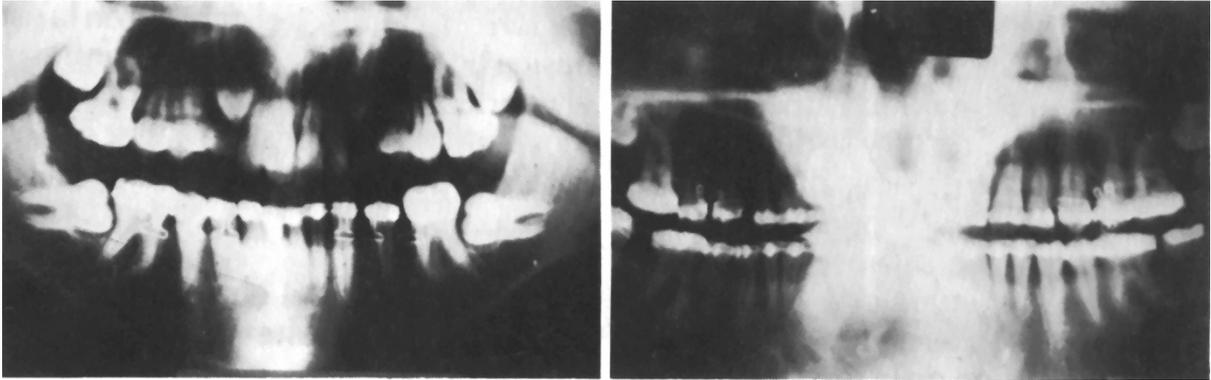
Las radiografías muestran que aún los terceros molares pueden moverse sacándolos de una retención horizontal, cuando se aplica una fuerza ligera de 100g/cm² de entrenamiento radicular de manera continua y se evita el hueso cortical.
